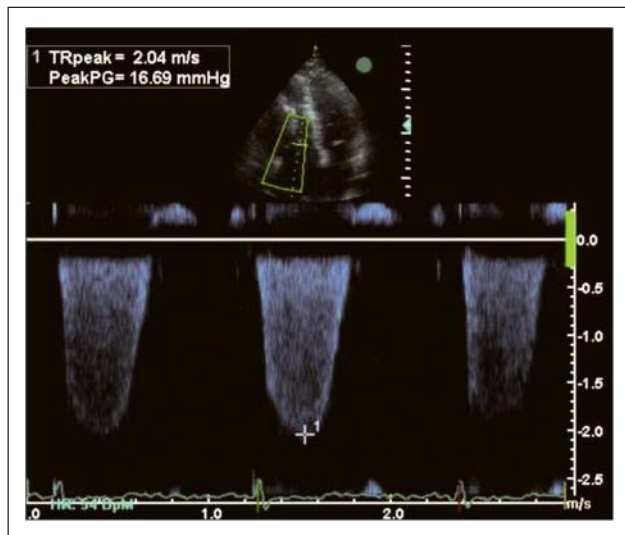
Apikaler Vierkammerblick, CW-Dopplersignal der Trikuspidalregurgitation.
